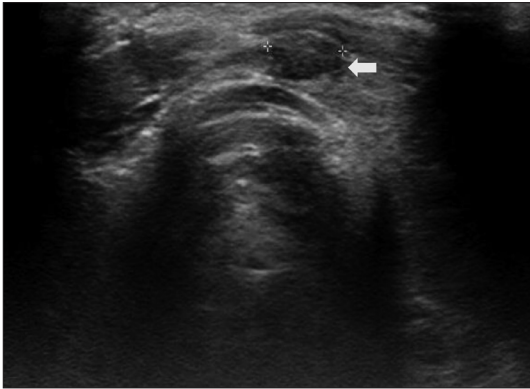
Thyroid ultrasound. The oval markedly hypoechoic 7 mm sized nodule (arrow) is shown at the isthmus.
